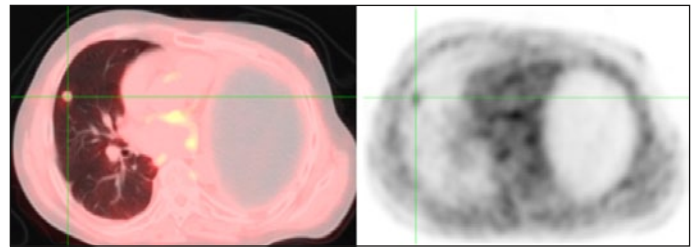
a (links): 02/16 FDG-aktive Lungenmetastase im PET-CT
